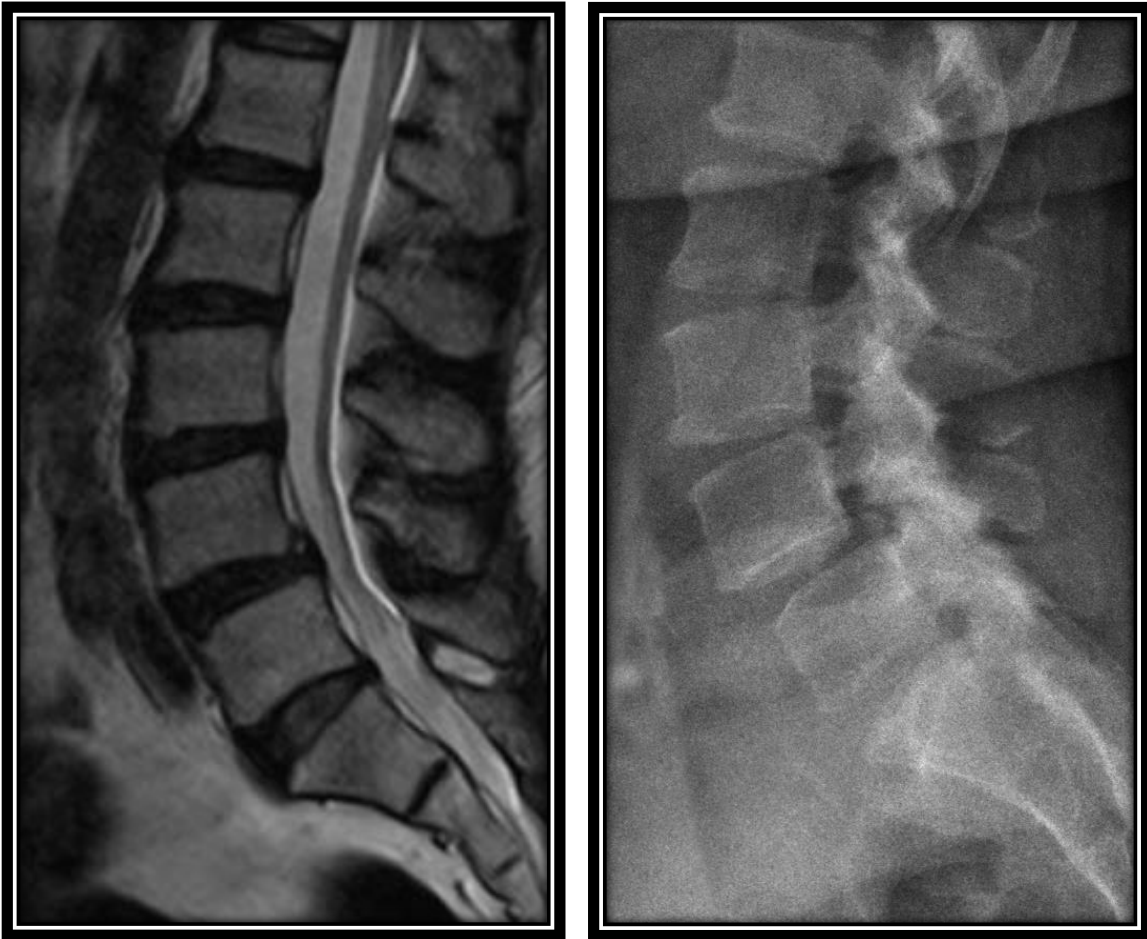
(links) MRT-Aufnahme „im Liegen“: die Anterolisthese von LWK4 auf LWK5 ist kaum erkennbar. (rechts) Röntgenaufnahme der LWS seitlich im Stand: Die Anterolisthese von LWK 4 auf LWK 5 ist offensichtlich. Quelle: Anonym aus dem Archiv der Schön Klinik Hamburg Eilbek.
